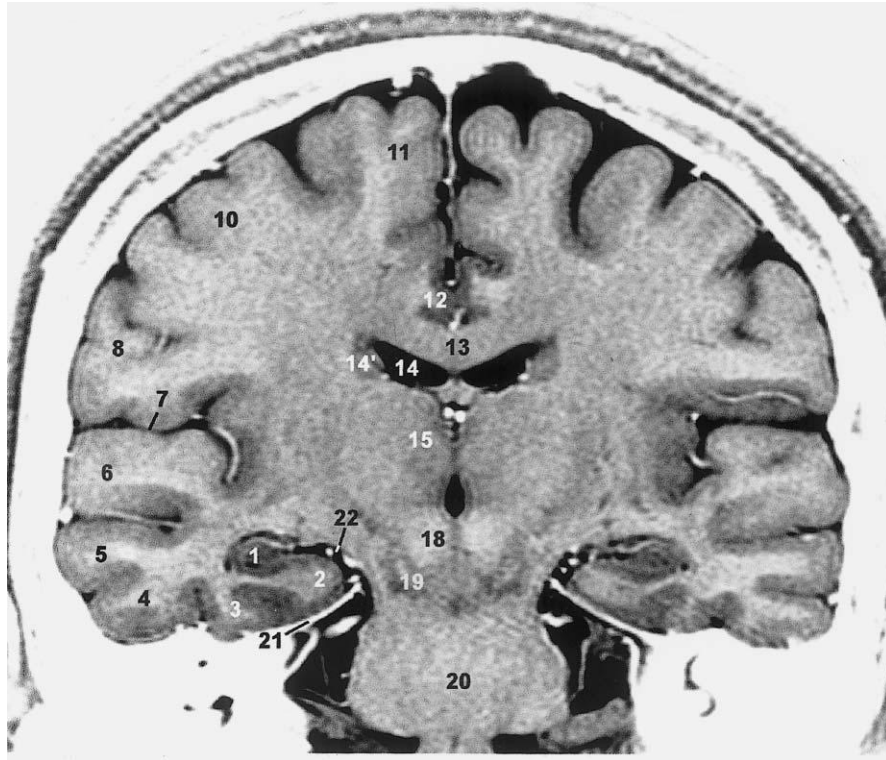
(Figura adaptada de Durvenoy, 2005) [3] Corte coronal do encéfalo em RM de 3T, imagem em T1. 1- hipocampo, 2- giro parahipocampal, 3- giro fusiforme, 4- giro temporal inferior, 5- giro temporal medial, 6- giro temporal superior, 7- fissura lateral, 8- giro pós-central, 9- sulco central, 10- giro pré-central, 11- giro frontal superior, 12- giro cingulado, 13- corpo caloso, 14- ventrículo lateral, 14'- núcleo caudado, 15- tálamo, 16- putâmen, 17- corno temporal inferior do ventrículo lateral, 18- núcleo rubro, 19- substância negra, 20- ponte, 21- tentório do cerebelo, 22- cisterna ambiens [3]
